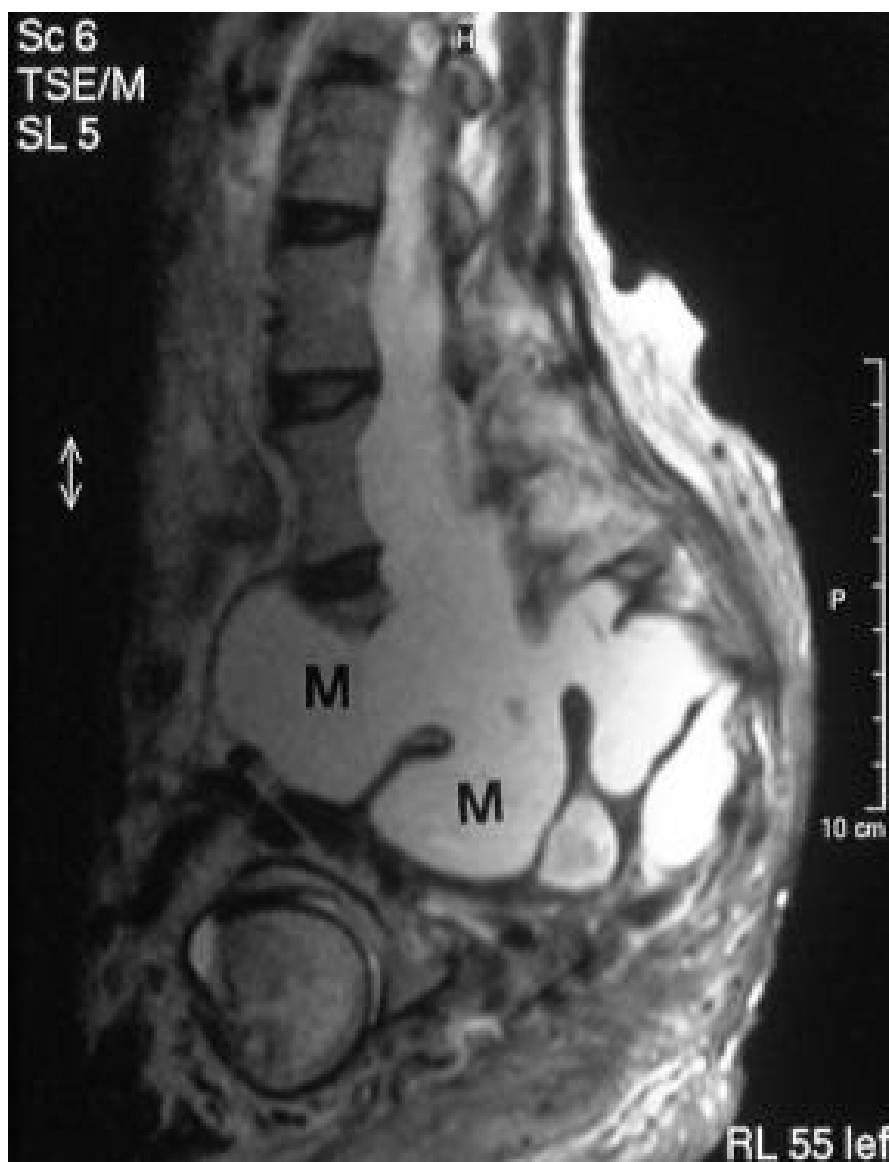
Aspect IRM en faveur d'une meningocele antérieure
